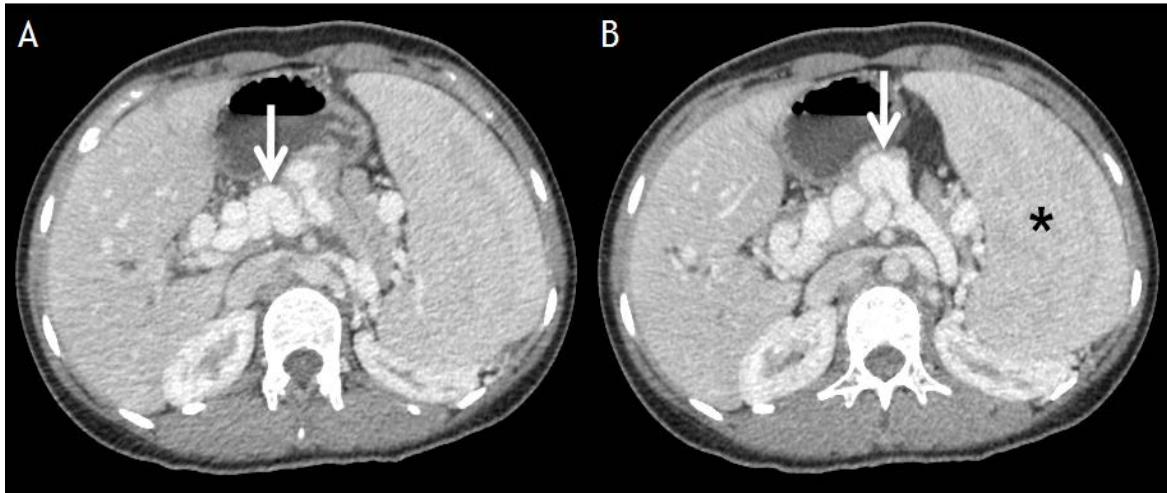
增强 CT 示门静脉海绵样变性 (箭头示侧支血管)
